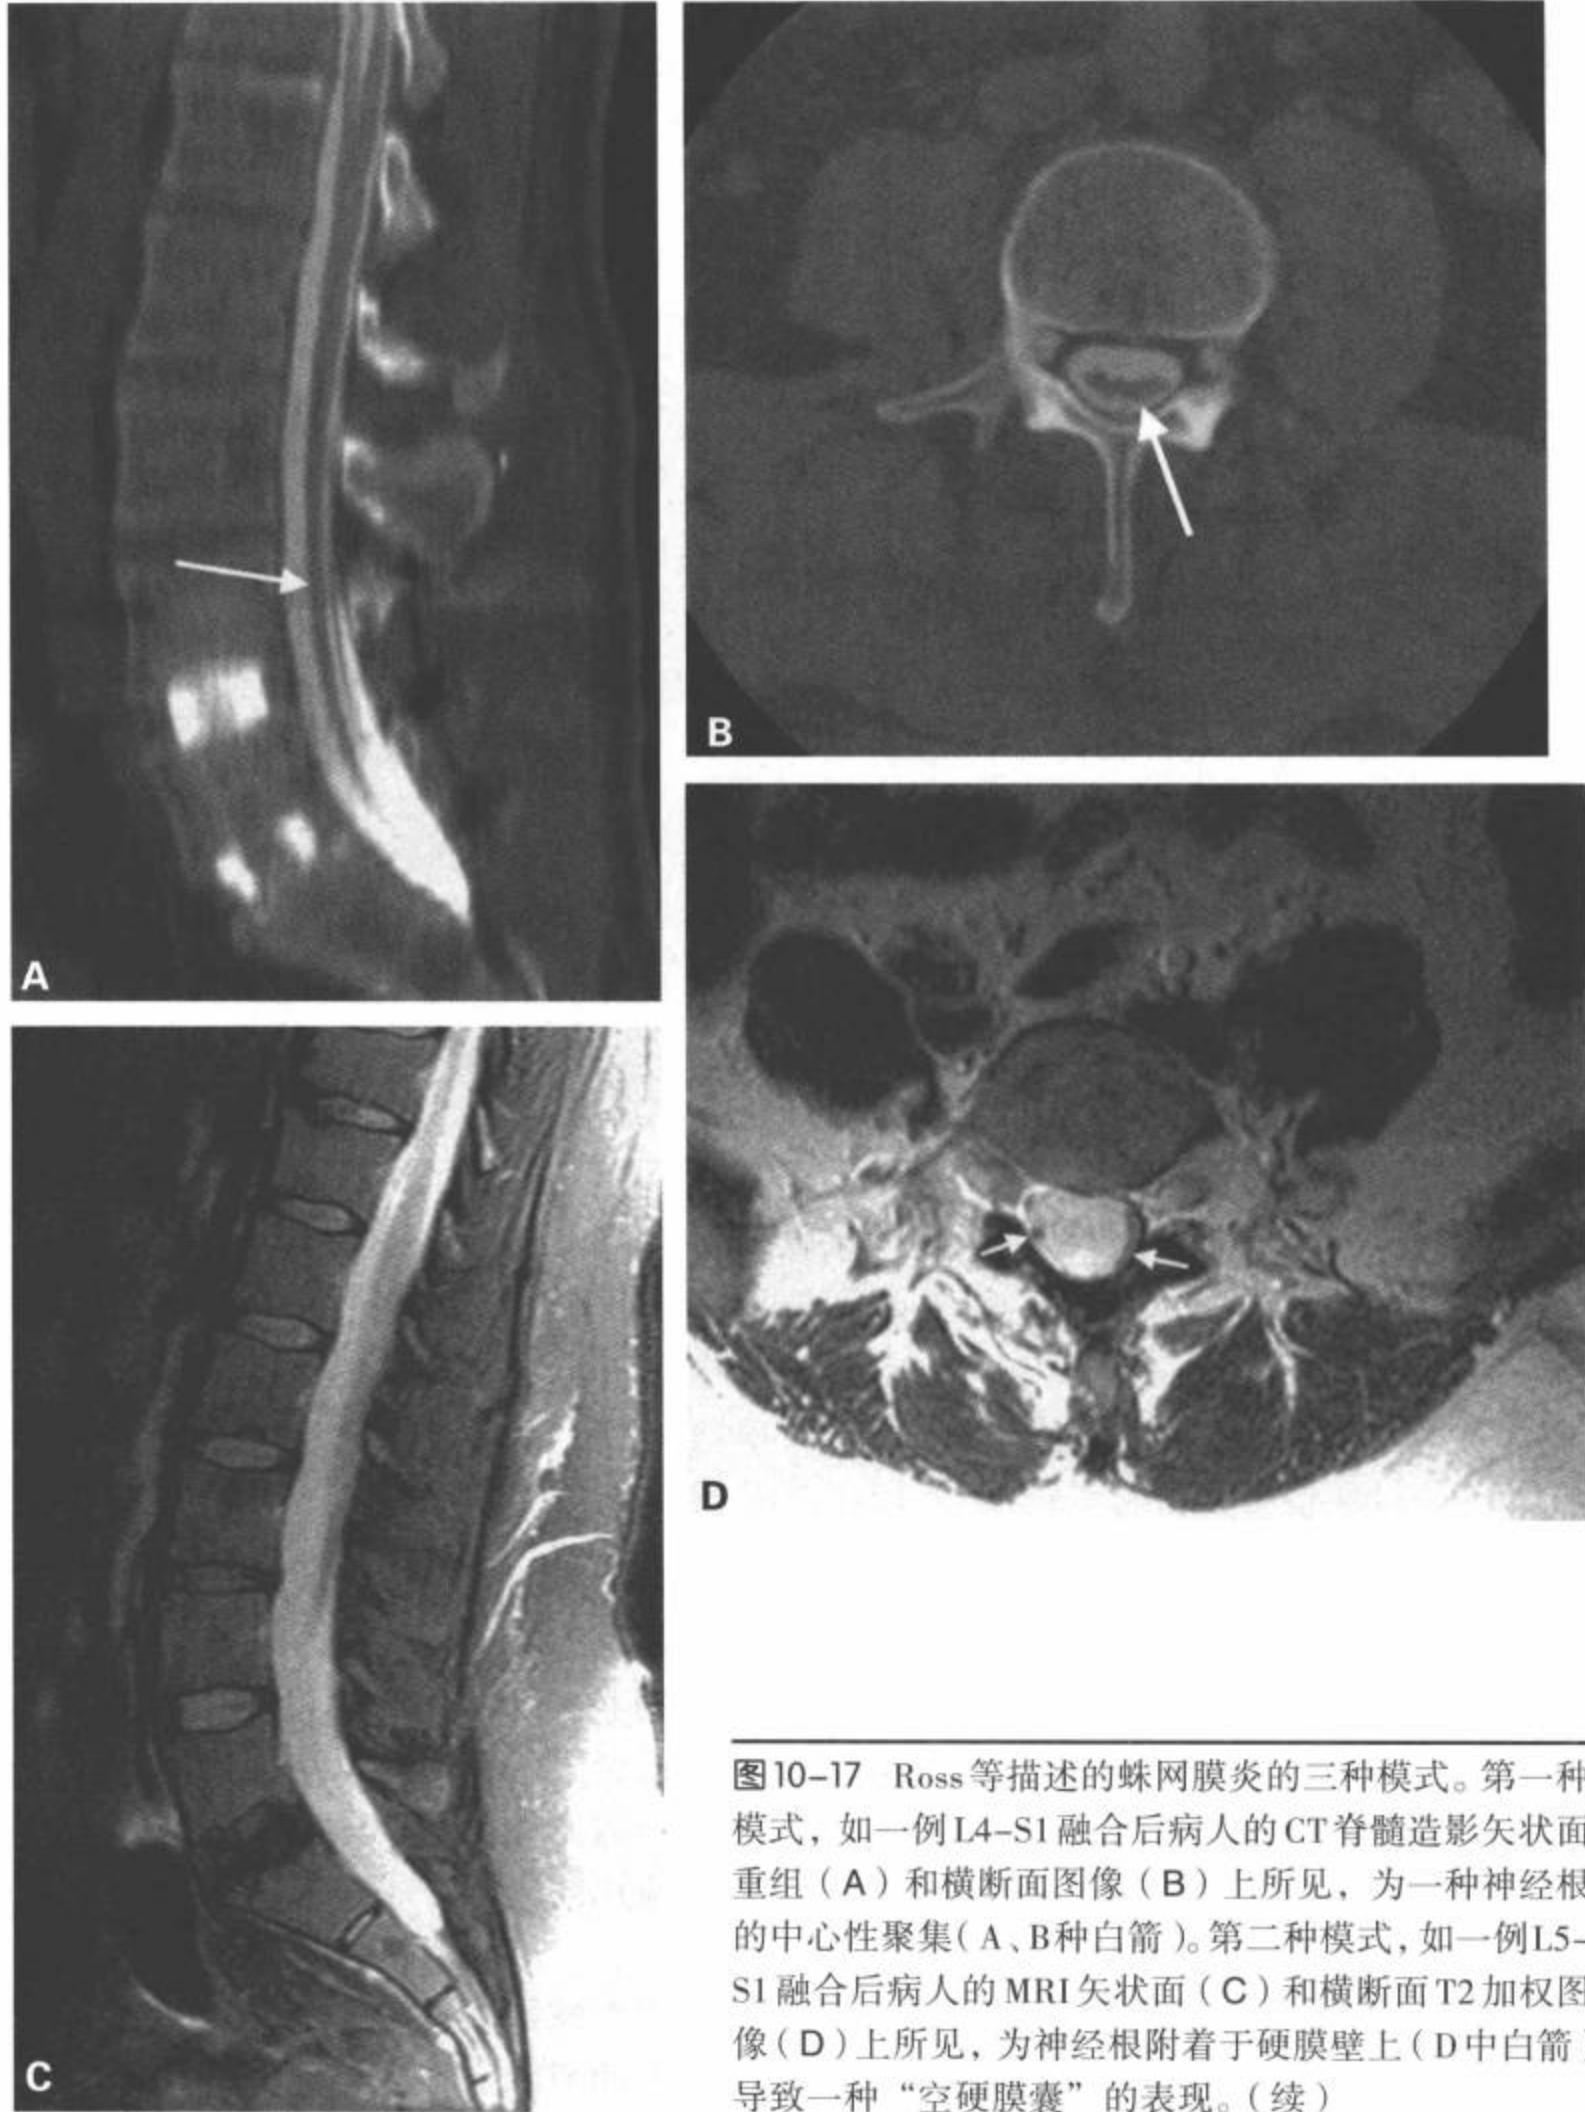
Ross等描述的蛛网膜炎的三种模式。第一种模式，如一例L4-S1融合后病人的CT脊髓造影矢状面重组(A)和横断面图像(B)上所见，为一种神经根的中心性聚集(A、B种白箭)。第二种模式，如一例L5-S1融合后病人的MRI矢状面(C)和横断面T2加权图像(D)上所见，为神经根附着于硬膜壁上(D中白箭)导致一种“空硬膜囊”的表现。(续)
